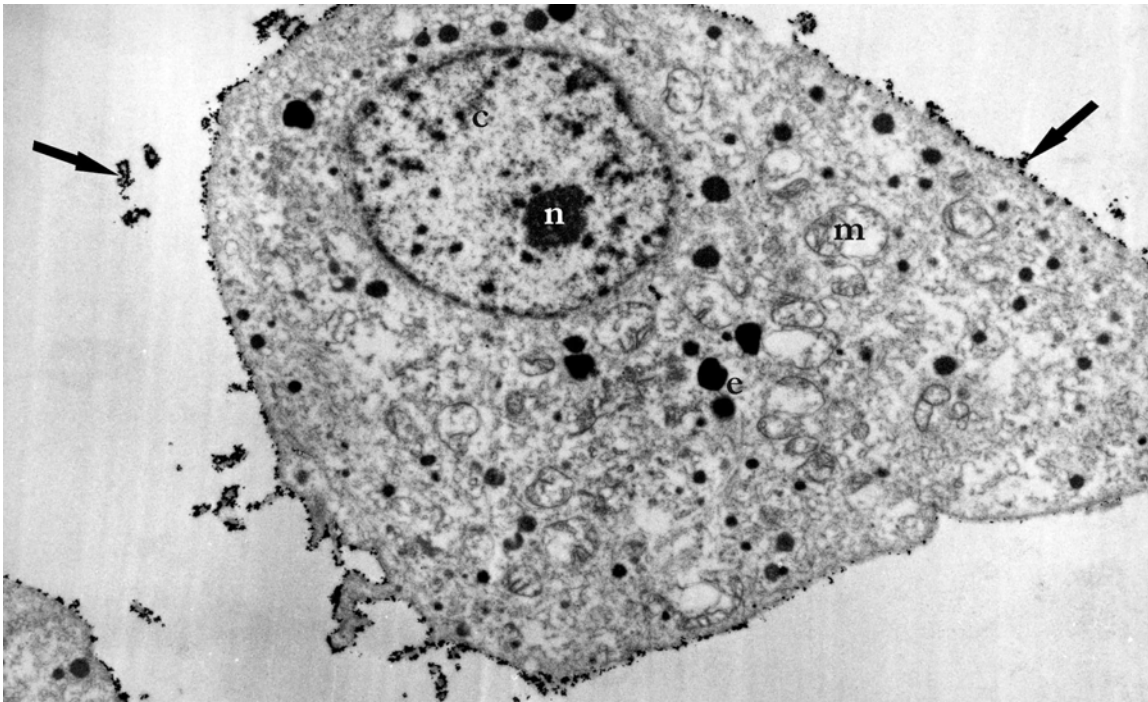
Anlagerung der Magnetitprobe 3 (37 ± 16 mg) an eine BT-20-Zelle nach 4-minütiger Inkubationszeit und anschließender Spülung mit PBS; c-verklumptes Chromatin; e - elektronendichter Einschuß; m - geschwollenes Mitochondrium; n - Nukleolus; \ agglomerierte Magnetitpartikel
